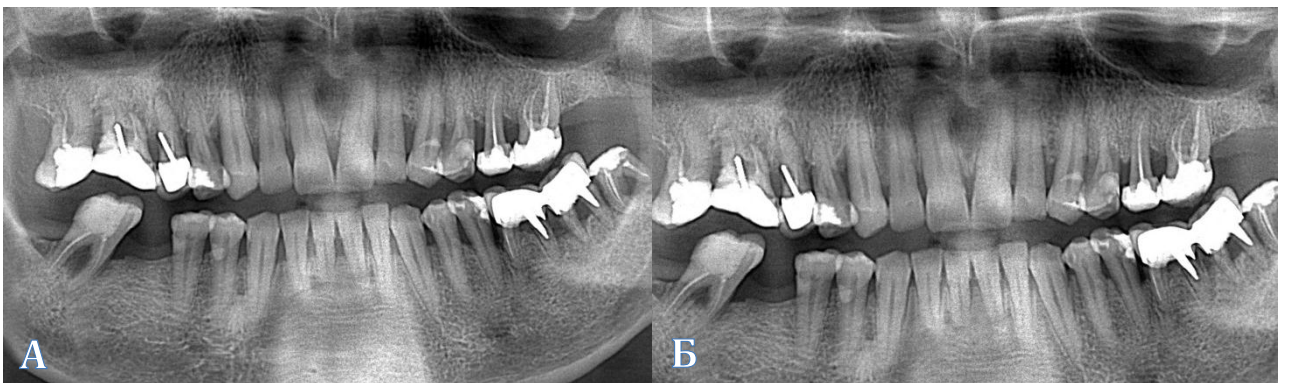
Отропантомограма пацієнта Ч.І., 60 років; медична карта 1/40206. А. Деструкції кісткової тканини в межах 1/2-2/3 довжини коренів зубів (на початку дослідження). Б. Стан кісткової тканини через 6 місяців після лікування.
